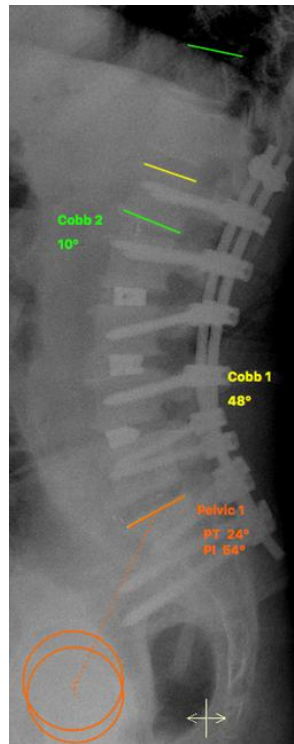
Контрольная рентгенография через 24 мес. после операции. Сохранены достигнутые после операции параметры LL (48°) и ППУ (10°)
